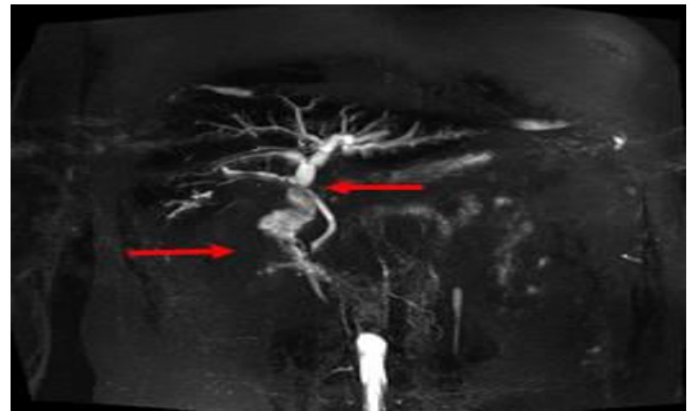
biliary MRI, biliary strictures predominantly on left hepatic convergence, dilatation of the bile ducts Left biliary
